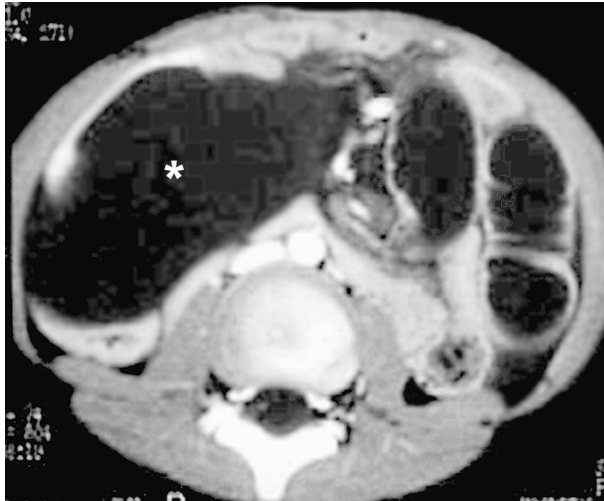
TAC: Gran masa quística (asterisco) que desplaza las vísceras abdominales.
